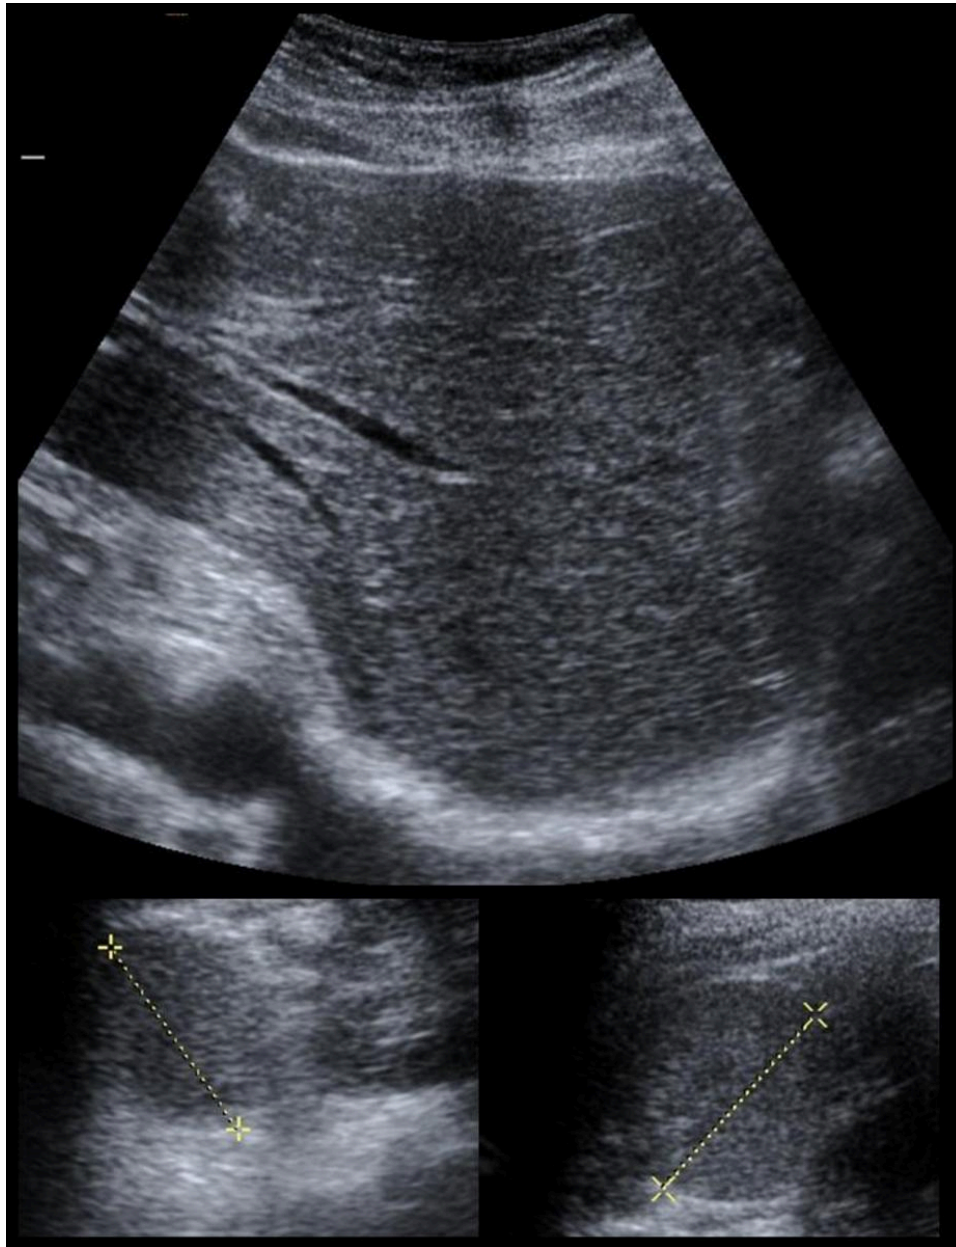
Ecografía de abdomen. Paciente diagnosticado de SHP. Se observa un hígado centralizado en línea media, con gran parte de su parénquima en hemiabdomen izquierdo. En hemiabdomen derecho existen al menos dos imágenes nodulares compatibles con bazo (poliesplenía)
